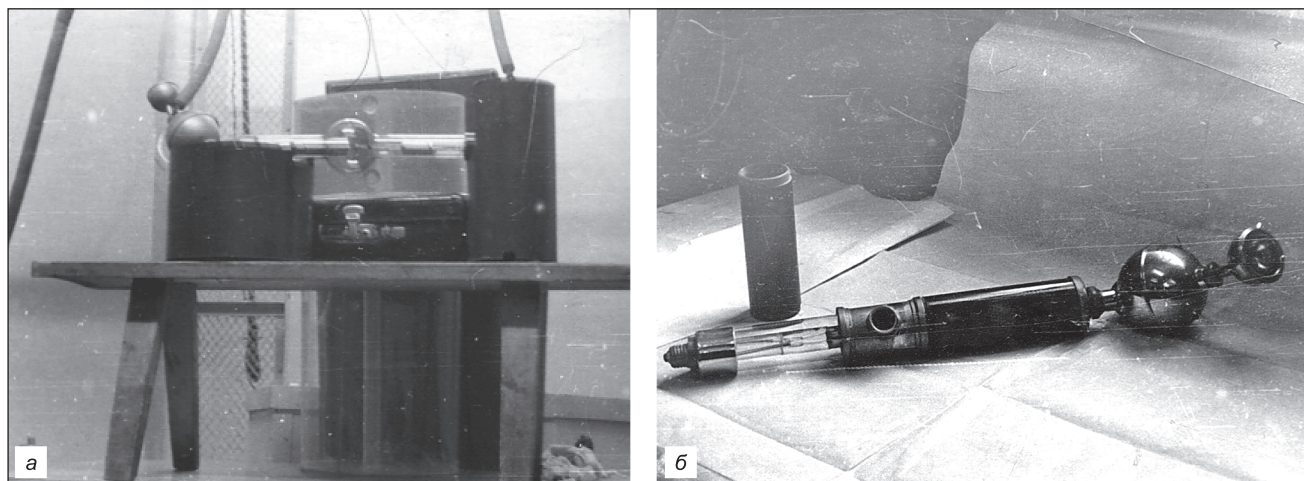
Рентгенодиагностические трубки, открытые и закрытые (1945–1955 гг.).
